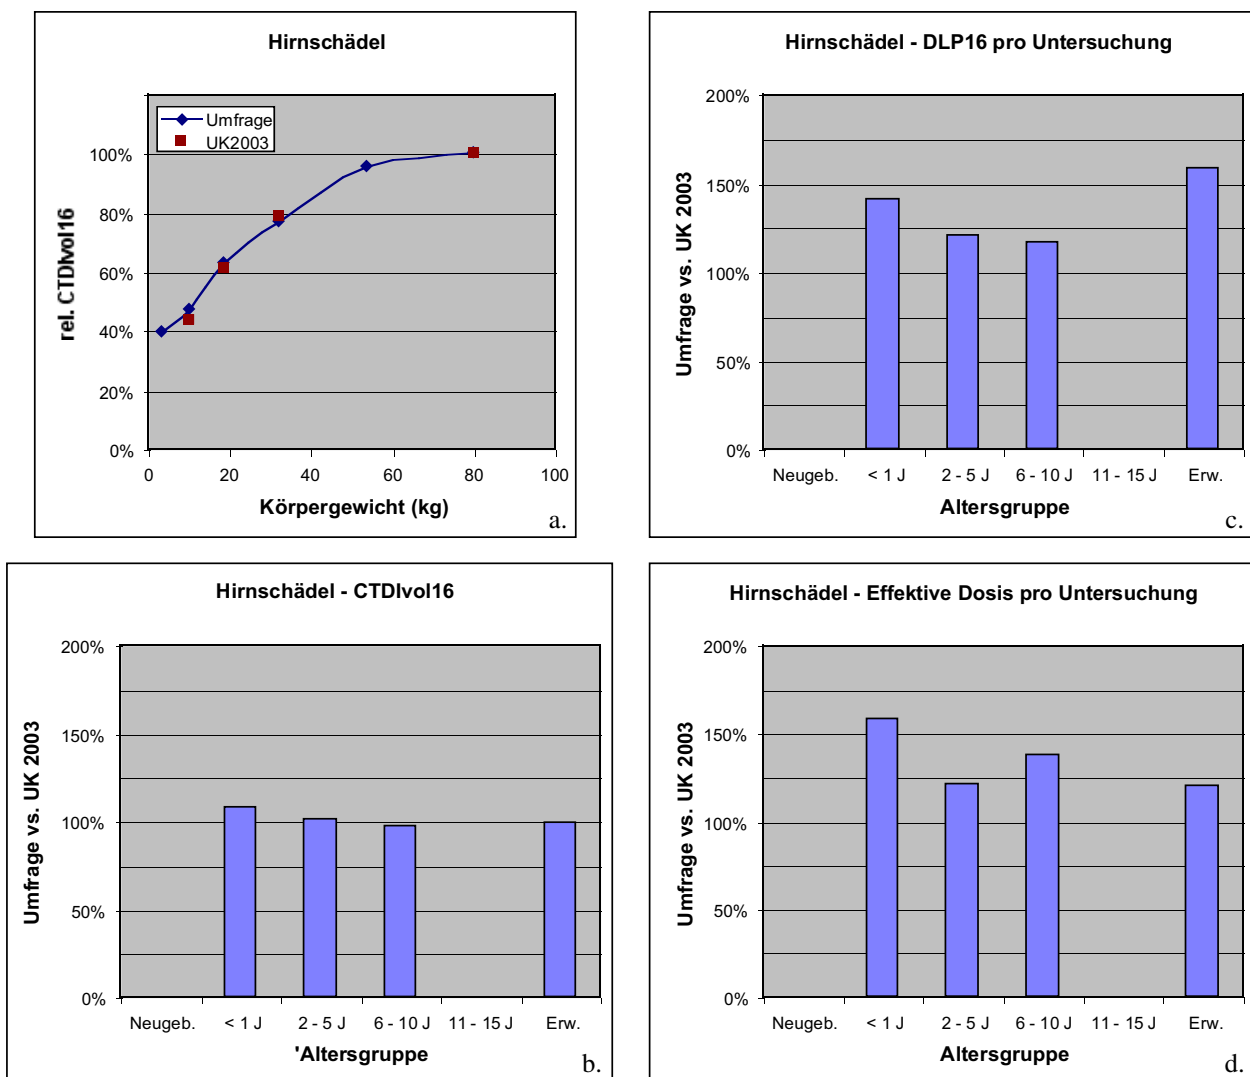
Vergleich der Ergebnisse dieser Umfrage mit denen der britischen CT-Umfrage 2003 für die Untersuchungsart Hirnschädel: Dosisanpassung an das Patientengewicht (a); $CTDI_{vol16}$ (b), Dosislängenprodukt (c) und effektive Dosis (d). Die entsprechenden deutschen Mittelwerte für Erwachsene entstammen der deutschen MSCT-Umfrage 2002.
